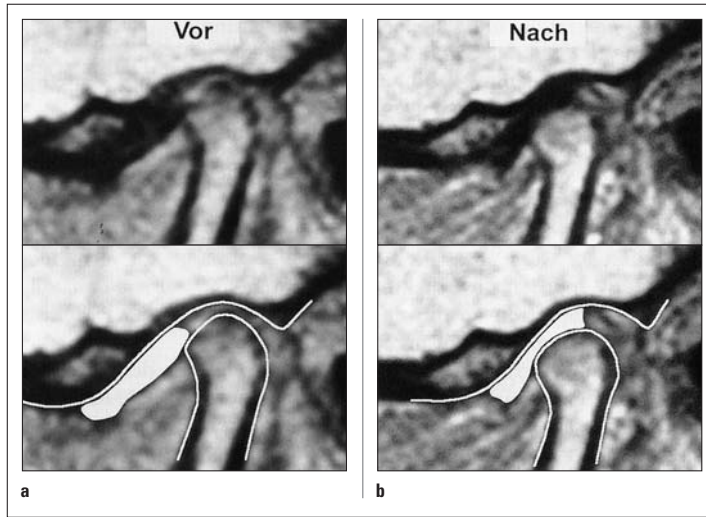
MRT vor (a) und nach (b) Therapie mit der Herbst-Apparatur.
